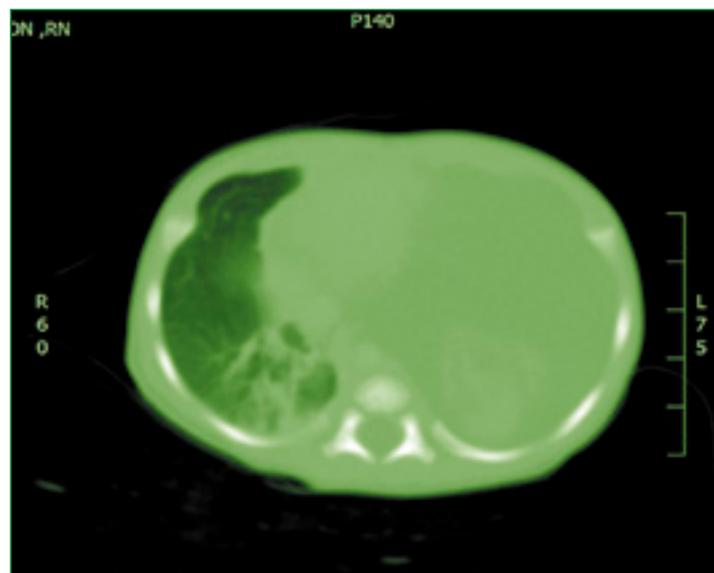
Tomografía computada. Corte axial donde se tiene hipodensidad en todo hemitórax izquierdo y con una lesión hiperdensa en región basal y posterior del mismo hemitórax, sin pared y con diferente densidad en su interior
